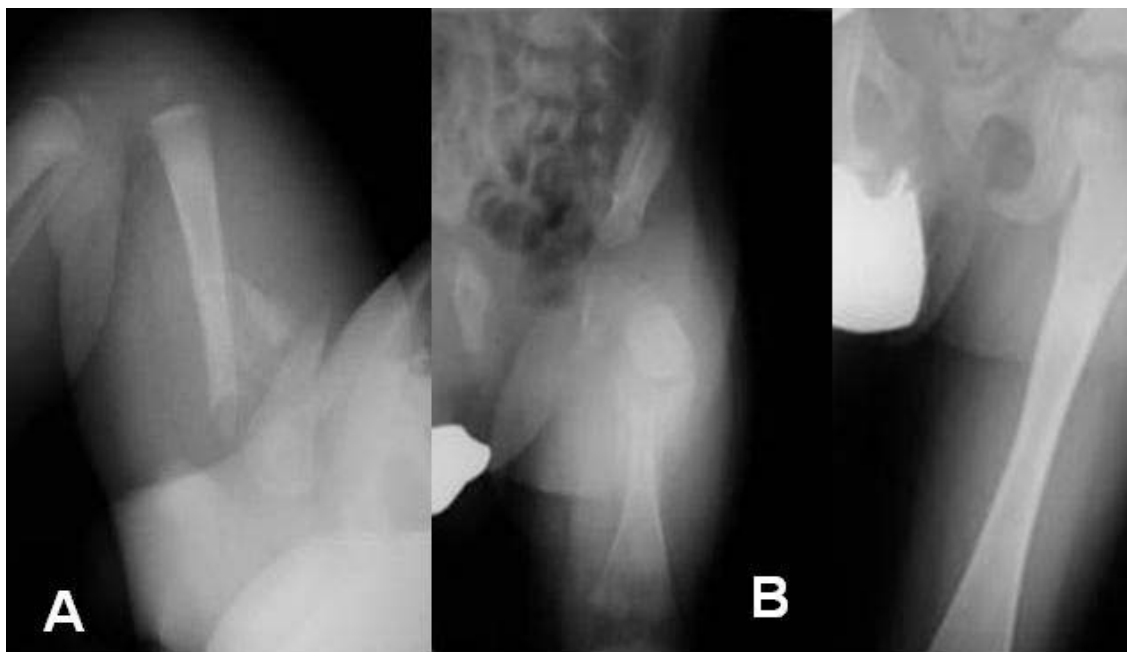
(A). Radiografía del caso 2, en el momento del nacimiento, en la que se aprecia una fractura del tercio superior de la diáfisis del fémur izquierdo con tercer fragmento. (B) A las 4 semanas de vida, se aprecia abundante callo óseo en el foco de la fractura. (C) A los 2 años de edad, en la que se aprecia remodelación completa de la fractura.
